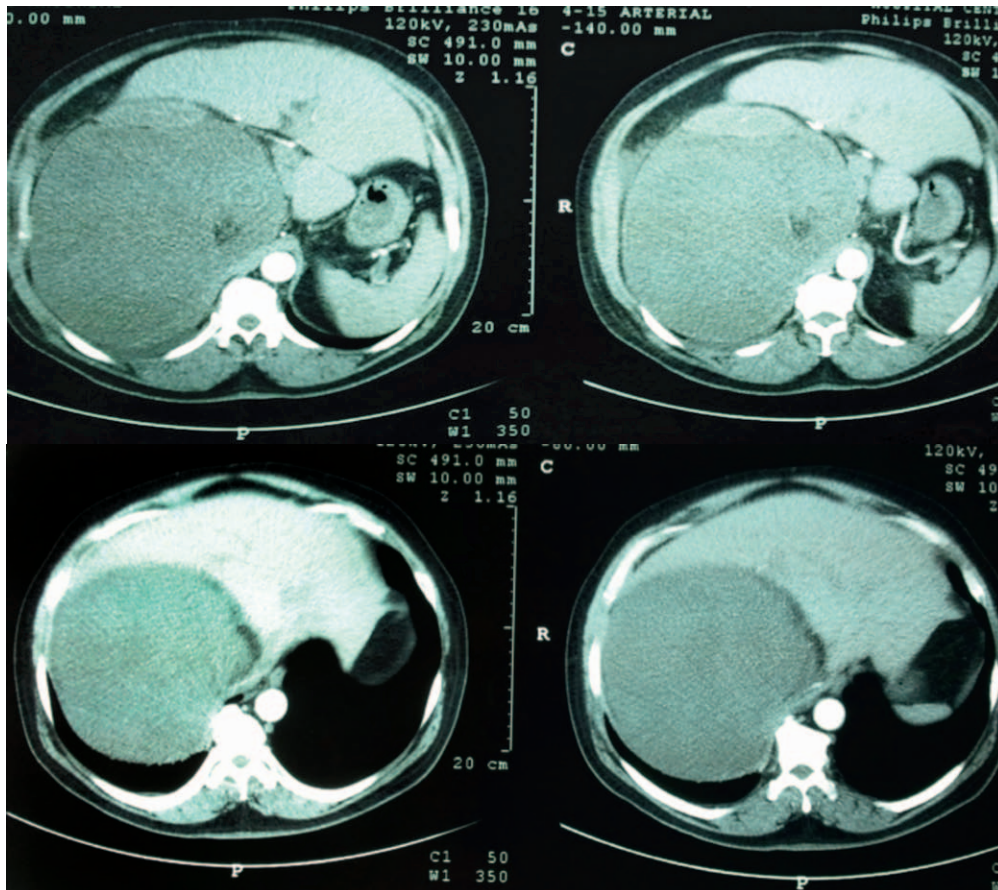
TAC con lesión expansiva retroperitoneal
